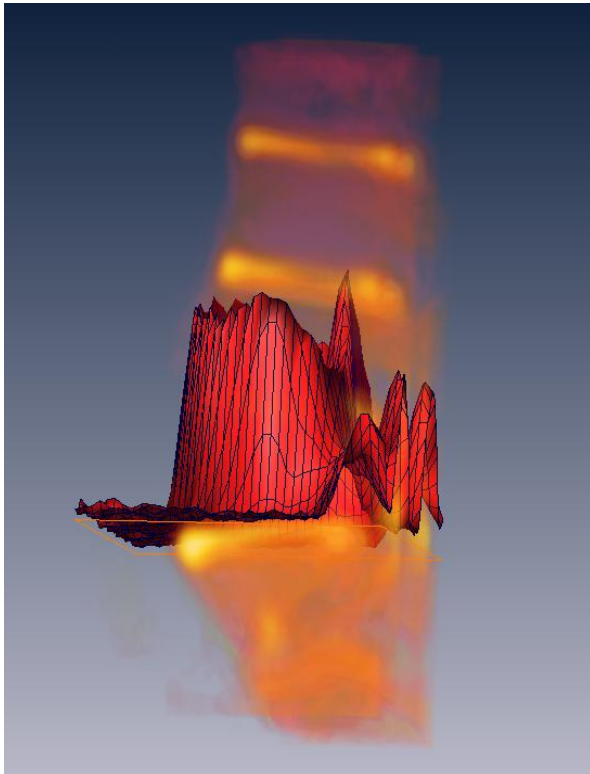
Signalintensitätsvergleich der Disci intervertebrales zu den Wirbelkörpern basierend auf dem UTE-MRT-Datensatz (hier Discus intervertebralis)
